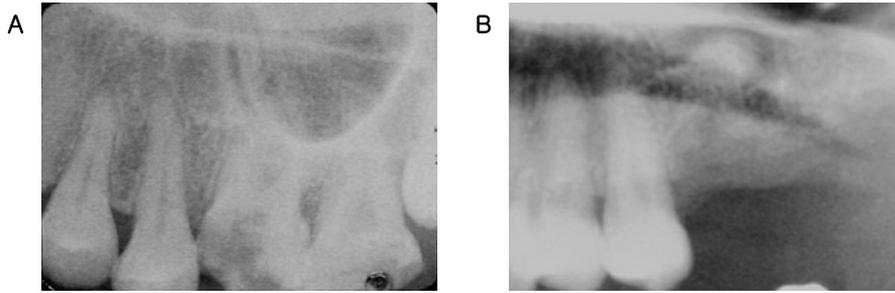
A. 술 후 방사선 사진, B. 술 후 방사선 사진
